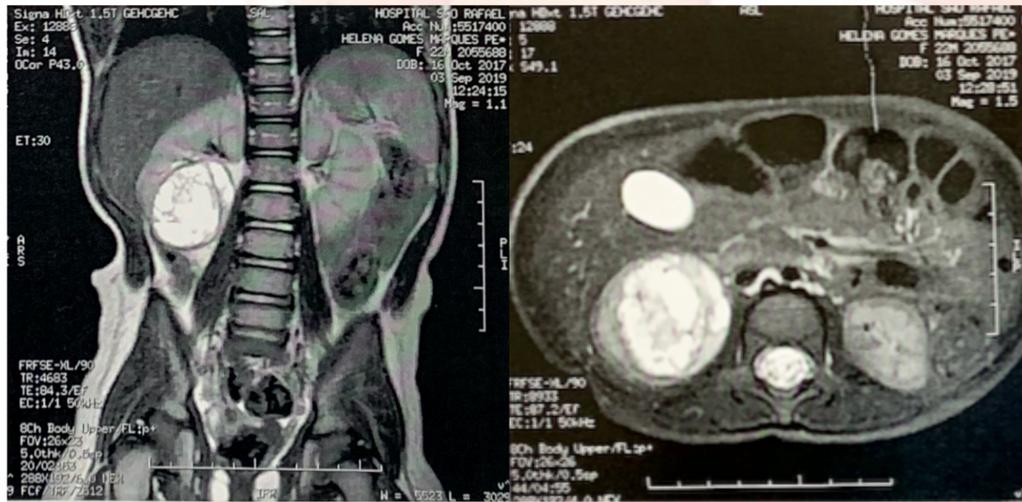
Ressonância Magnética de controle após quimioterapia neo-adjuvante.
